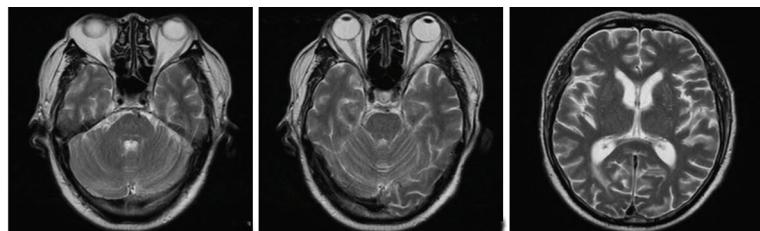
头部MRI- T_2 (2018-05-29,激素治疗后2 w):四脑室旁、脑桥、中脑稍长 T_2 信号消失,胼胝体压部长 T_2 信号减少
